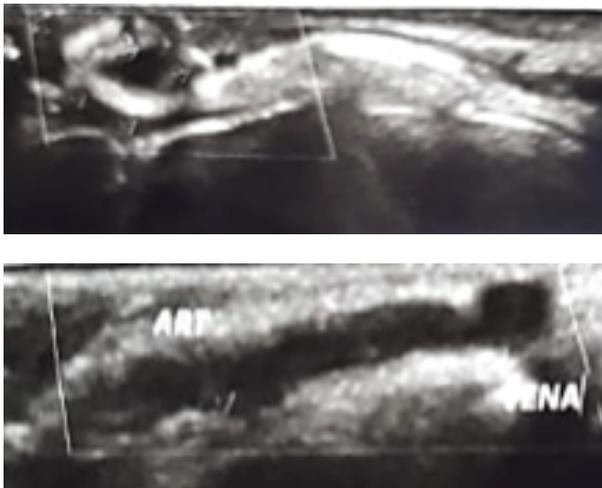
Eco Doppler en donde se identifica el componente arterial de la lesión
